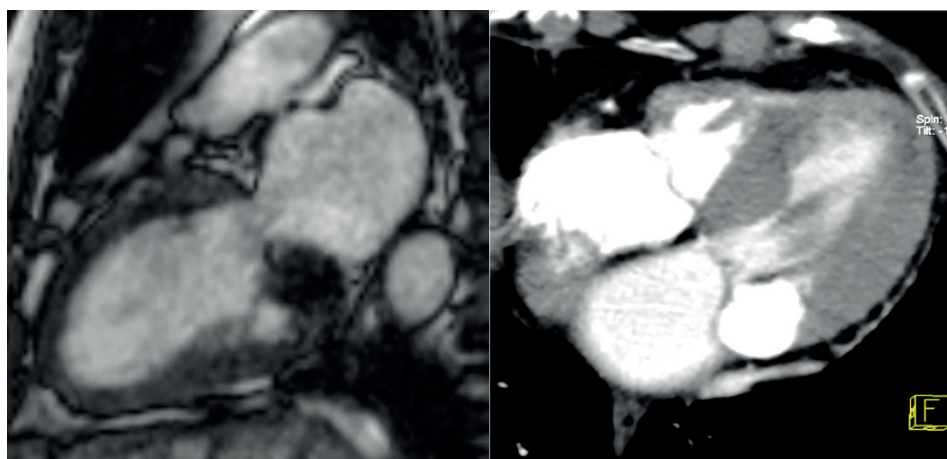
Homem de 80 anos acompanhado por estenose aórtica moderada. Cine-ressonância (figura à esquerda) no plano duas câmaras evidencia massa com baixo sinal no aspecto posterior do anel valvar mitral. Tomografia no plano axial (figura à direita) evidencia o alto teor de cálcio na massa. Os achados de imagem são compatíveis com calcificação caseosa do anel valvar mitral.
